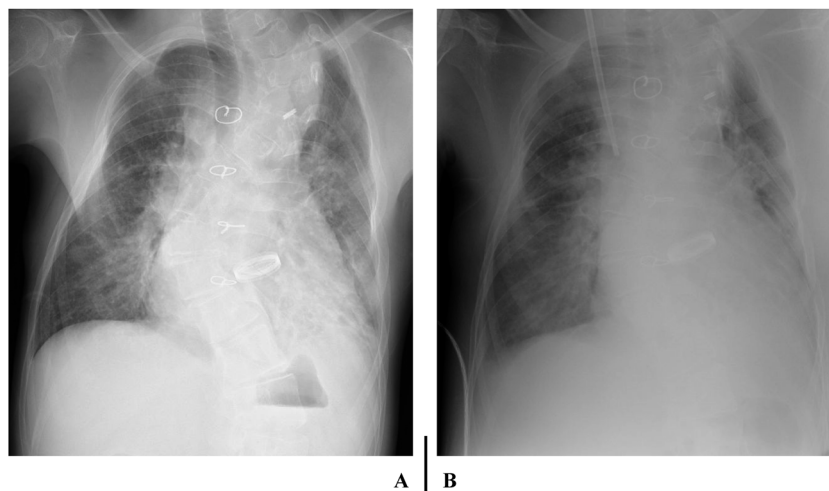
Plain radiograph of the chest shows exacerbation of cardiomegaly (CTR 63→65%), lung congestion, and bilateral pleural effusion, before cardiac catheterization (A) and after initiation of continuous hemodiafiltration (B)
